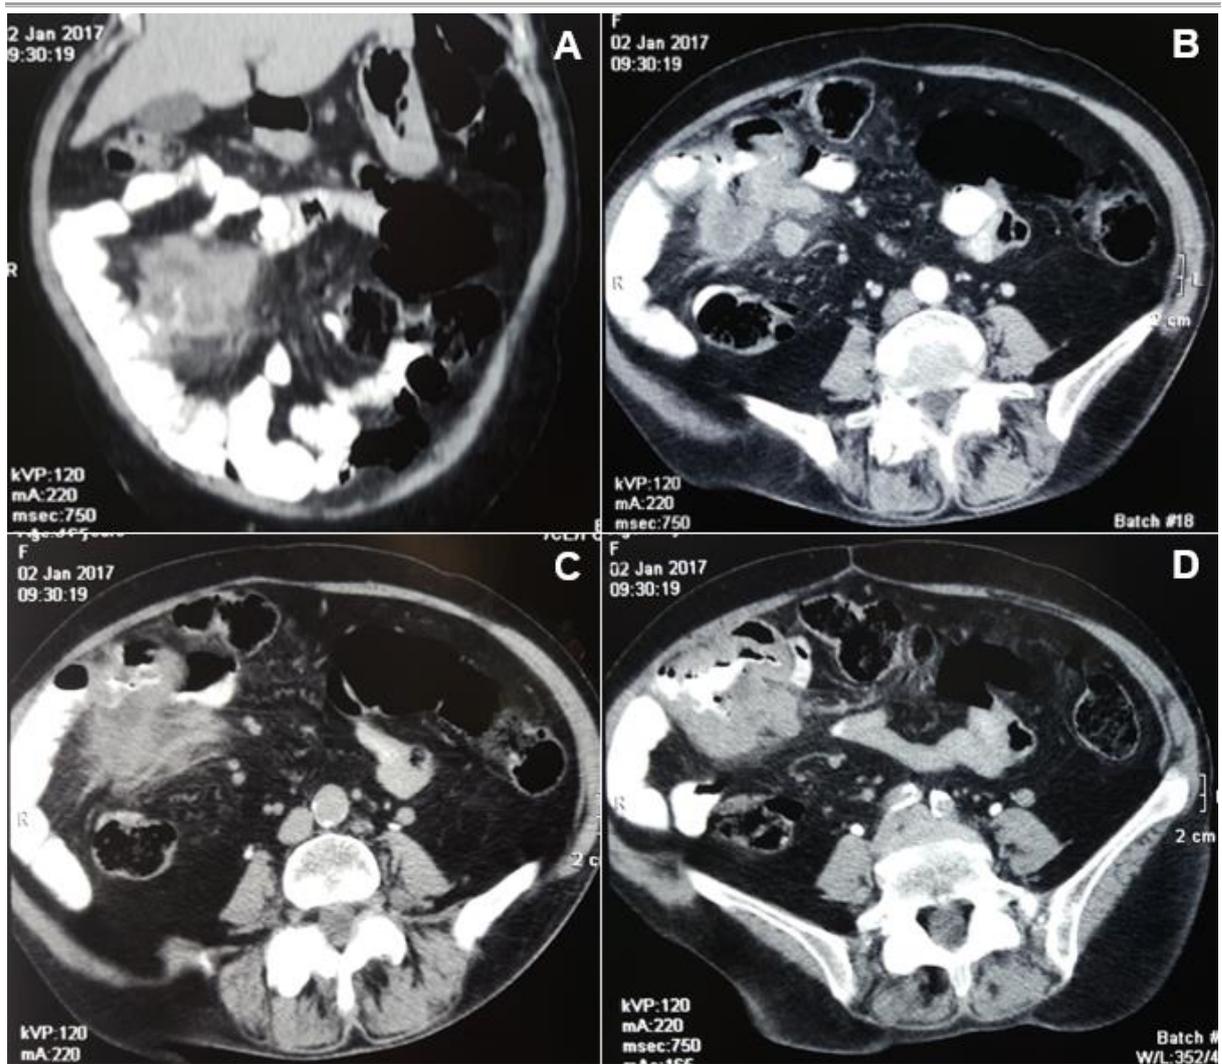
Tomografia de Abdome Total. A e C. Densificação da gordura mesentérica e estreitamento luminal. B e D. Espessamento parietal da alça intestinal.
